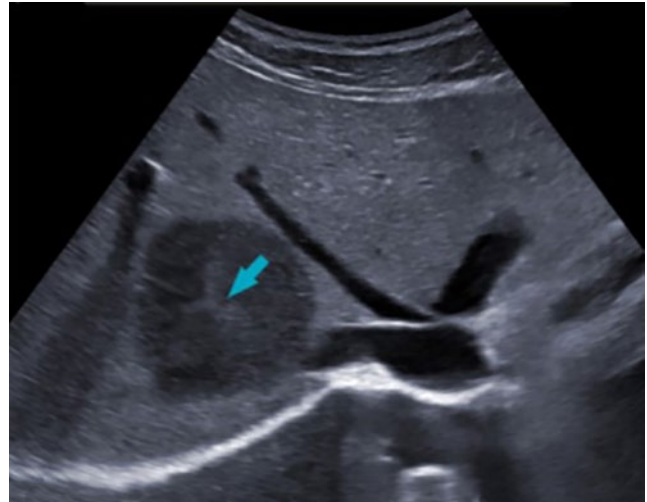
Hiperplasia nodular focal. Aspecto variable. Hipo, iso o hiperecoicas. Pueden presentar el aspecto típico con cicatriz central en forma de “estrella”. Doppler color: patrón característico con vasos centrífugos y flujo arterial.
